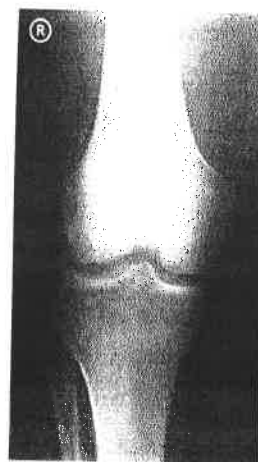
b. Radiografie genunchi față unilateral
